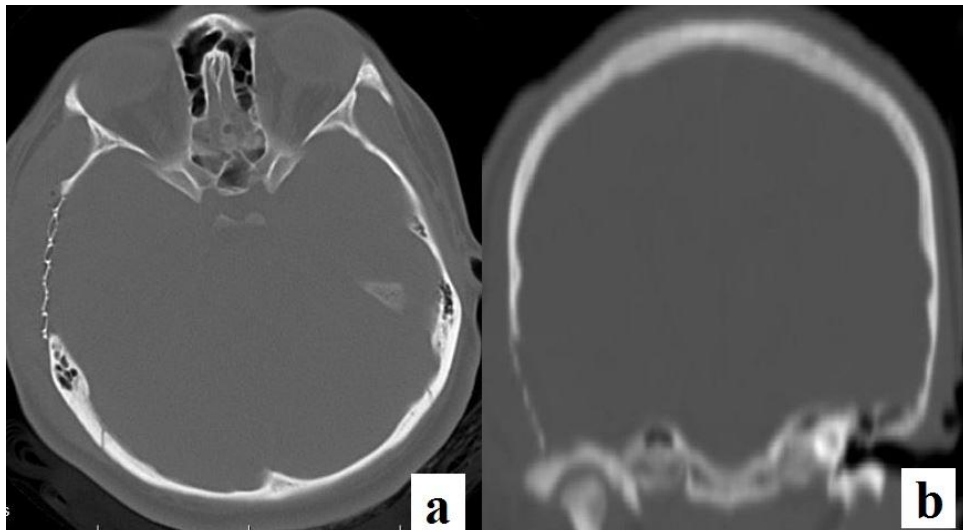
a) Sağ temporal bölgedeki kemik tümörünün preoperatif aksiyel BT b) preoperatif koronal BT c) bravo sekans kontrastlı aksiyel MR d) bravo sekans kontrastlı koronal MR görüntüleri.
